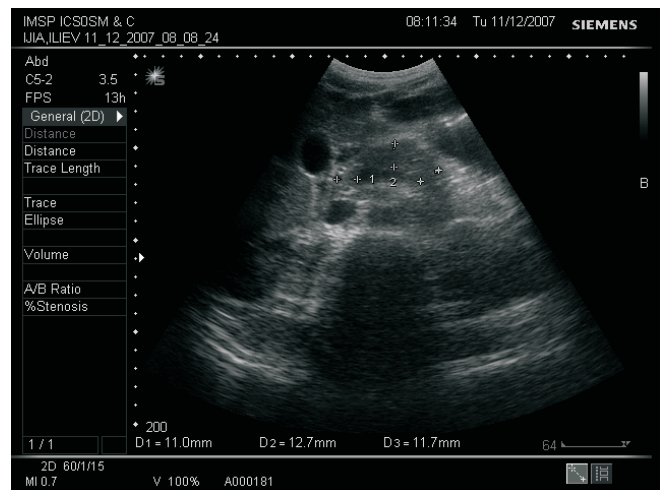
Imaginea ultrasonografică a pancreasului unui pacient condiționat sănătos.
